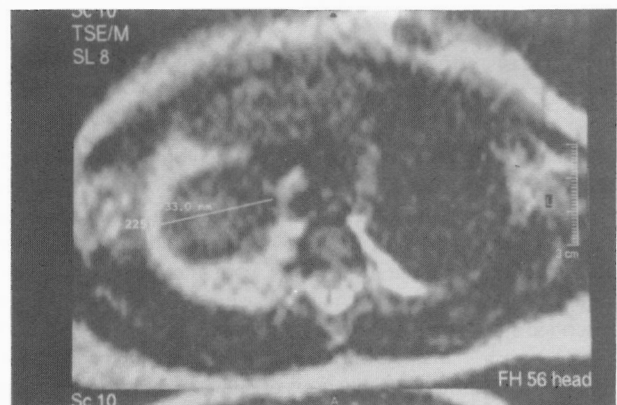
Ressonância Magnética, mostra em localização para-traqueal uma lesão de limites bem definidos, com boa interface com o timo, não aparentando aspectos de localização intrapulmonar.
